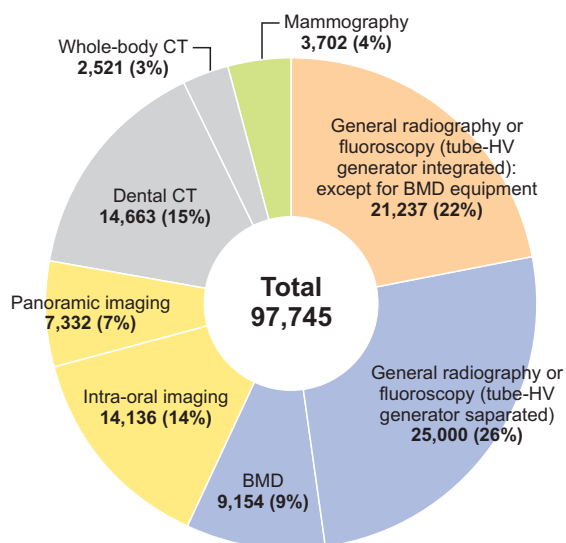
Distribution of diagnostic X-ray equipment in 2021 by type
